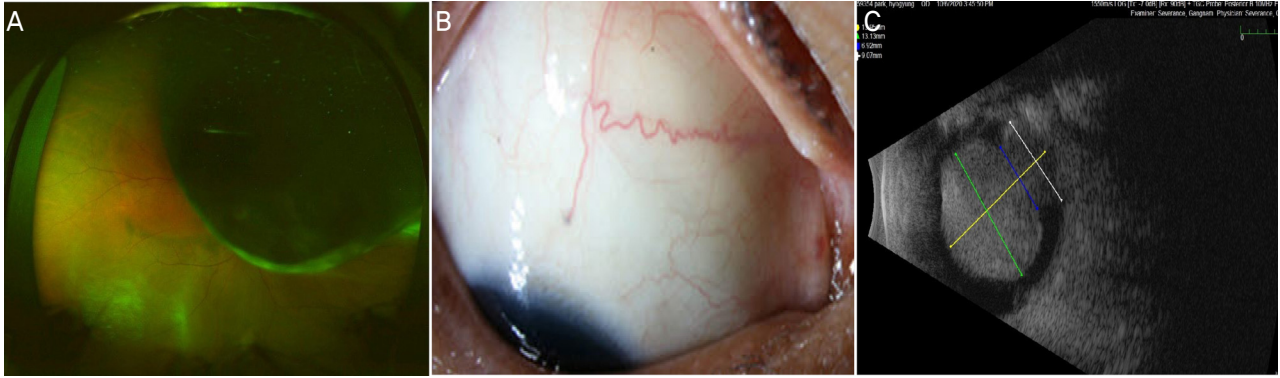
Initial images of the patient with large choroidal melanoma in the right eye. (A) Fundus image of the right eye at the diagnosis of choroidal melanoma. A mushroom-shaped, dark-pigmented choroidal mass involving approximately superior half of the entire retina was noted. (B) Sentinel vessels on conjunctiva of right eye were noted. (C) Initial B-scan ocular ultrasonography image from the patient with large choroidal melanoma. Choroidal mass with a size of 13.2 mm (base diameter) × 14.1 mm (apical height) was noted.
